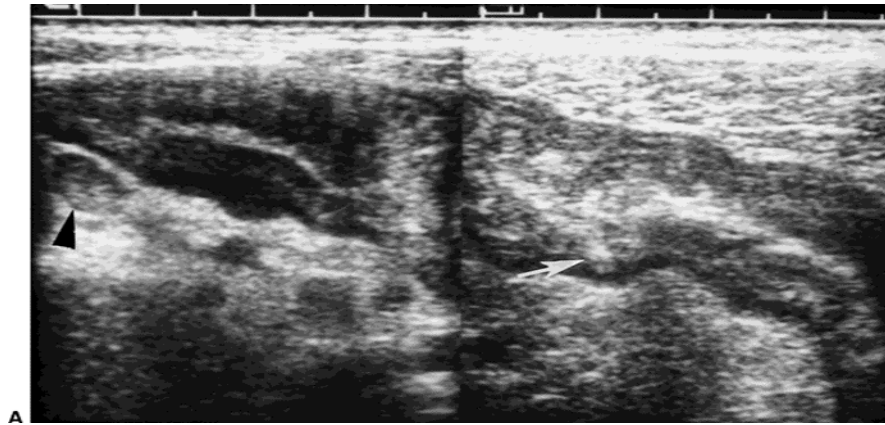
une échographie sur une coupe oblique objectivant un épaississement circonferentiel de jéjunum avec infiltration des ganglions adjacents (tête de flèche) [114].
